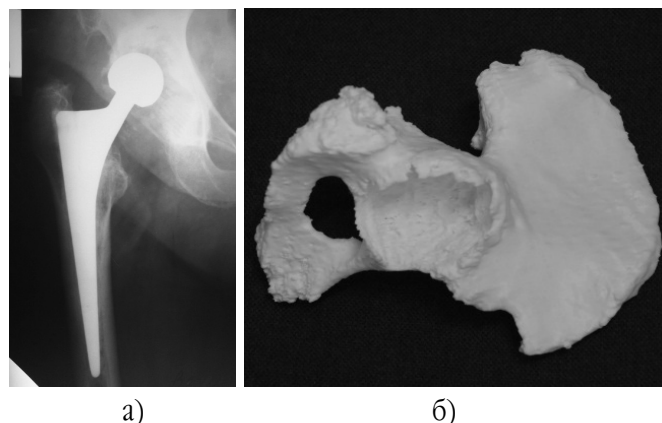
Рентгенограма правого кульшового суглоба хворого Ш.: а) до оперативного втручання; б) пластиковий прототип кульшової западини: виявлено дефекти II B за W.G. Paprosky [14]
